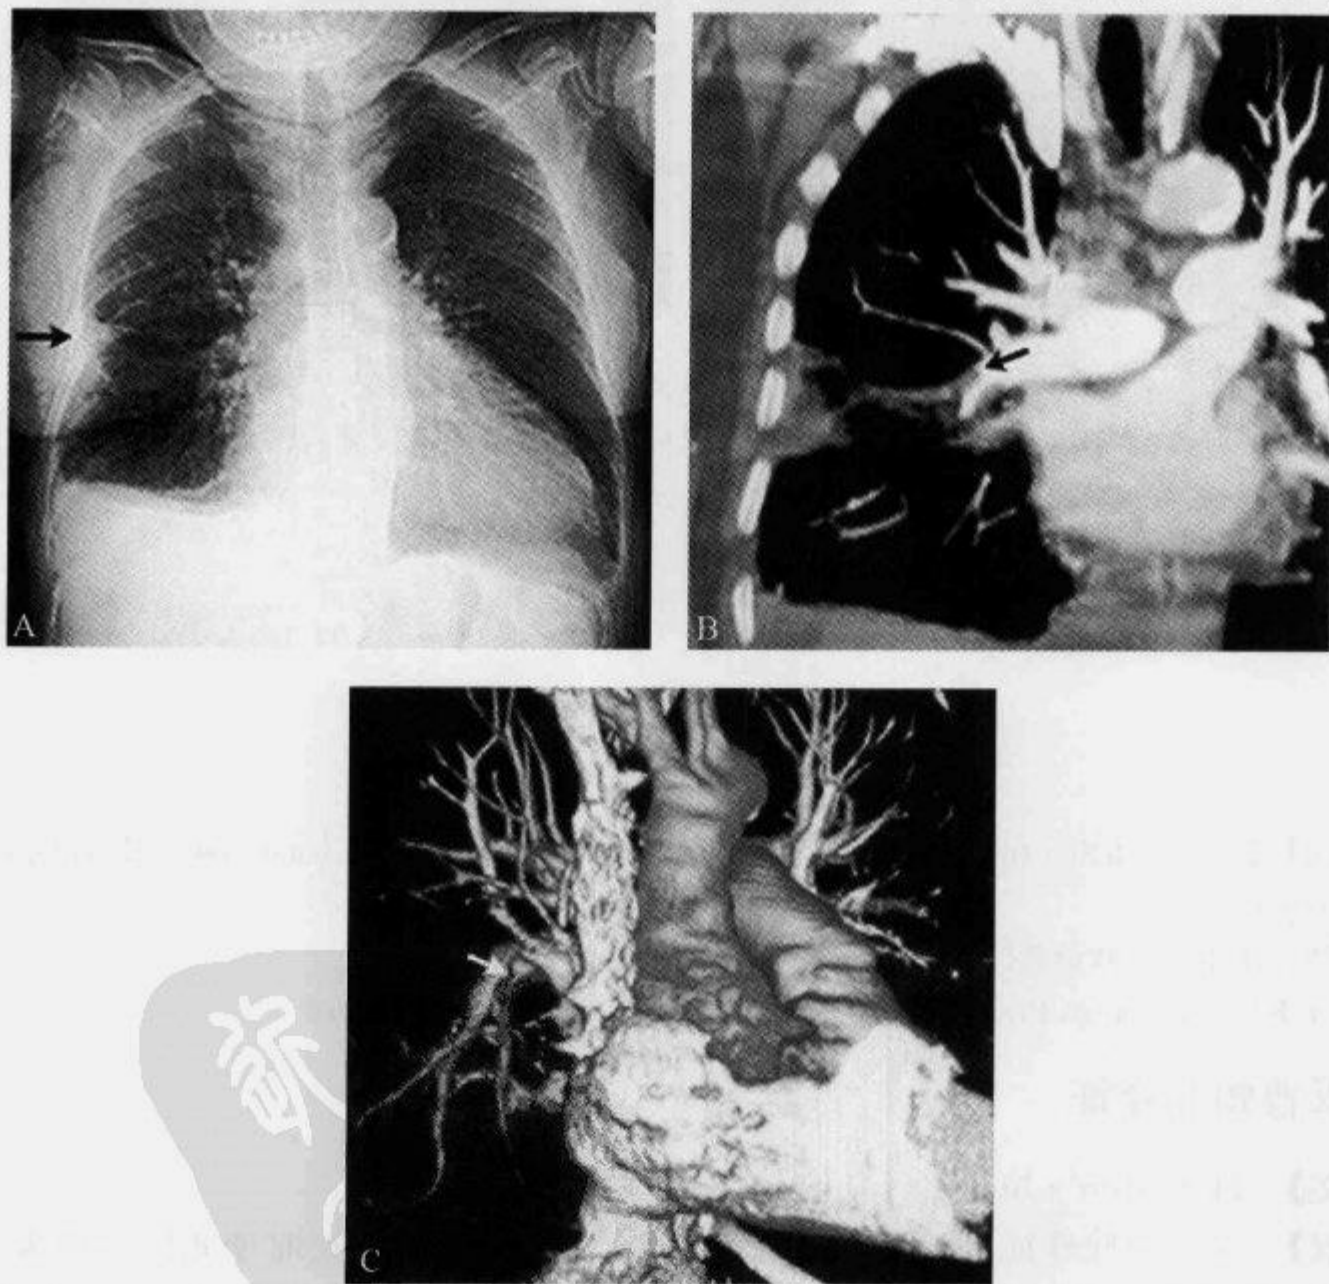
X 线平片及 CTA 示“汉普顿驼峰征”
